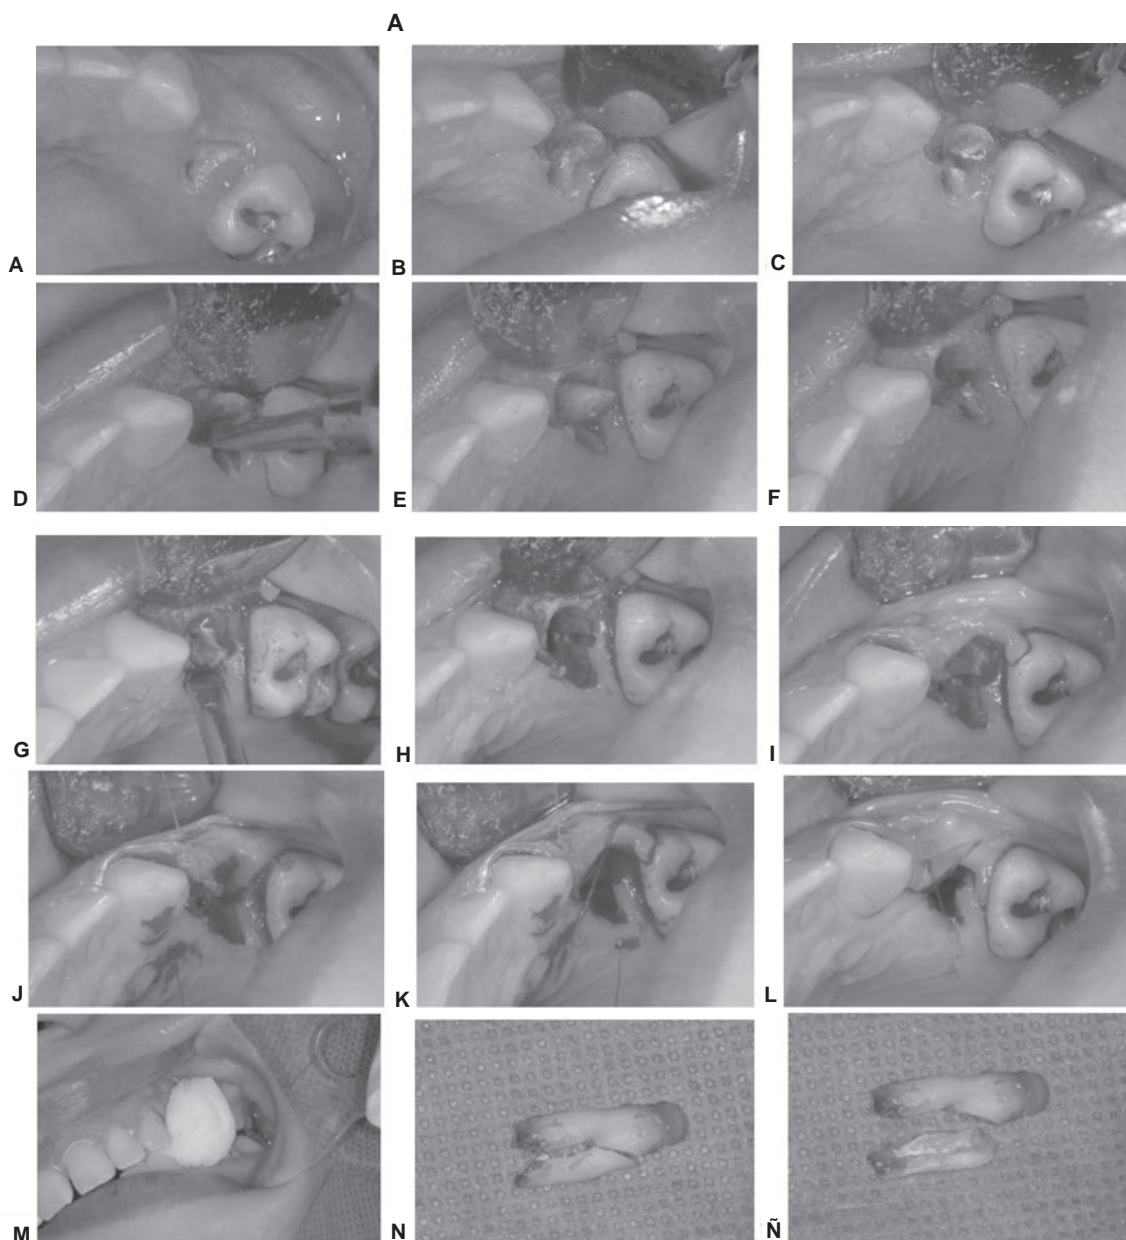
Resto radicular subgingival del segundo premolar superior (A). Se levanta un colgajo contorneante conservador que sirve sólo para ganar visibilidad y mejor acceso quirúrgico (B). Se hace odontosección en sentido longitudinal a la raíz (C) para posteriormente introducir el elevador y completar la fractura (D). Se luxa uno de los fragmentos (el que tenga mayor movilidad) hacia el espacio creado por la fresa (E) y se extrae (F). Se luxa el otro fragmento hacia el espacio que dejó el primer fragmento retirado (G), y se extrae (H); se reposiciona el colgajo (I), y se sutura con catgut crómico, colocando un punto de sutura en cruz (J,K,L) para colocar una gasa húmeda Y hacer hemostasia (M). Resto radicular mostrando el diseño de la odontosección y el sentido de la fractura, nótese que la lesión periapical se ha mantenido adherida al diente (N,Ñ).
